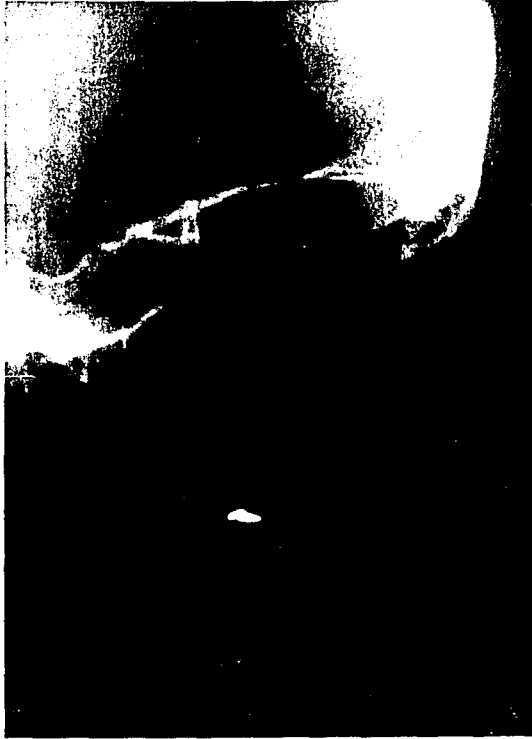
B Telerradiografía lateral de cráneo de la paciente, este trastorno del desarrollo dental y óseo determina una imagen característica del perfil de las partes blandas.
